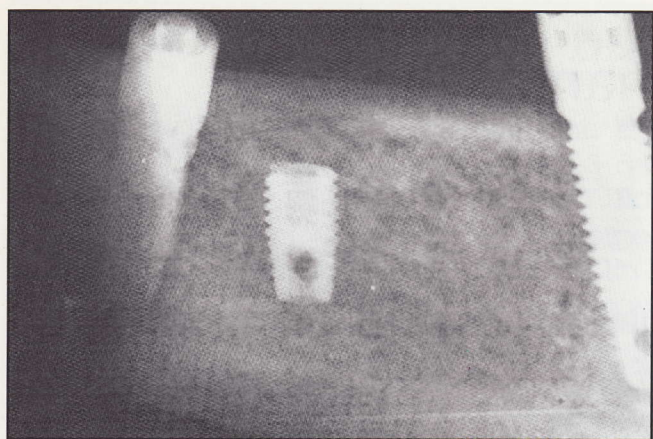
Radiografía de la fractura de un implante
